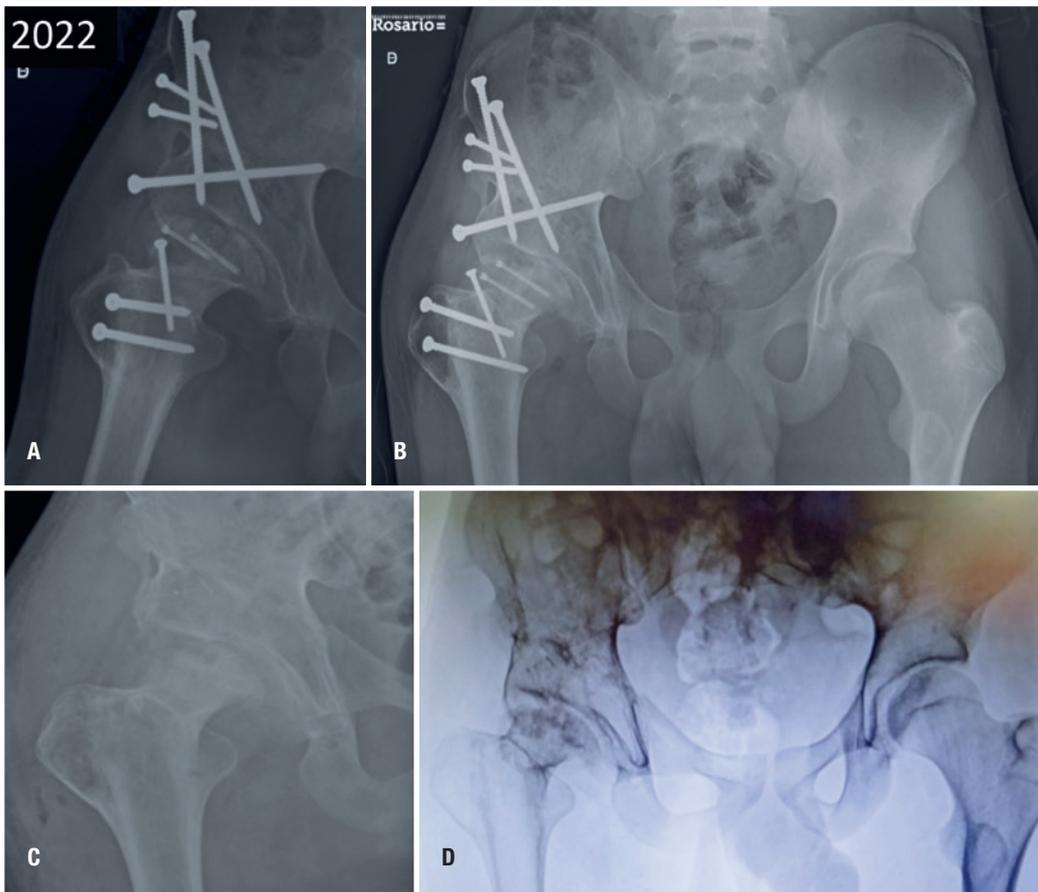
A e B) Radiografias perfil do quadril D e AP da bacia pré retirada, demonstrando a presença de área central com atraso de consolidação. C e D) Radiografia AP do quadril D e escopia da Bacia, com evidência de consolidação da área central.
